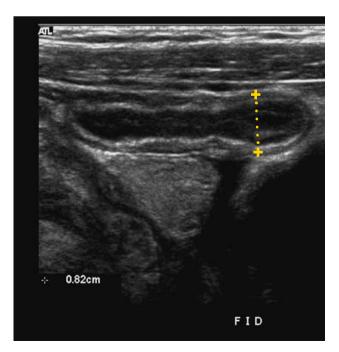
Niña de 10 años, Apendicitis aguda: visión longitudinal del apéndice en ultrasonido.
